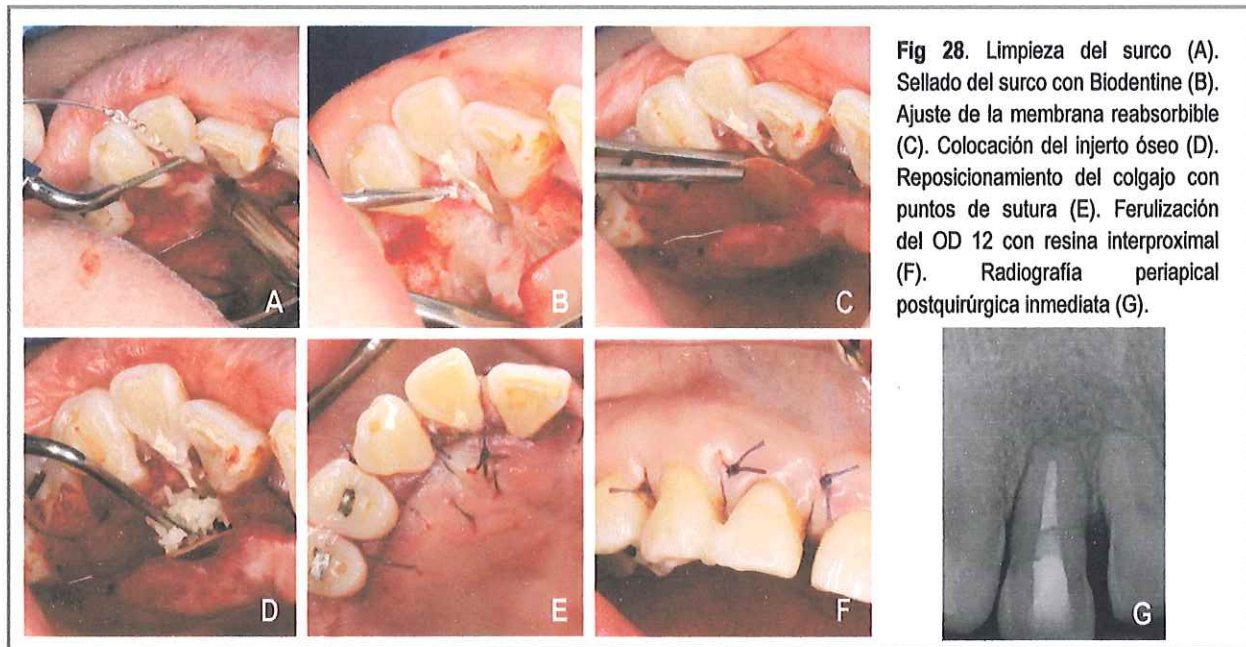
Limpieza del surco (A). Sellado del surco con Biodentine (B). Ajuste de la membrana reabsorbible (C). Colocación del injerto óseo (D). Reposicionamiento del colgajo con puntos de sutura (E). Ferulización del OD 12 con resina interproximal (F). Radiografía periapical postquirúrgica inmediata (G).
